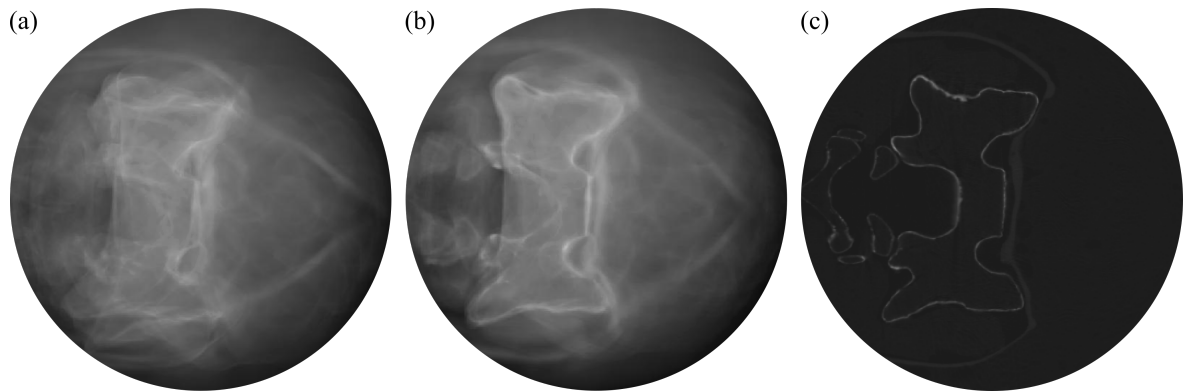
Vergleich der Bildrekonstruktionen. (a) zeigt die Fokusebene einer unkalibrierten ZT mit 100 Projektionen, (b) die gleiche Schicht nach Kalibrierung und (c) ein CBCT mit 496 Projektionen zum Vergleich [98].
